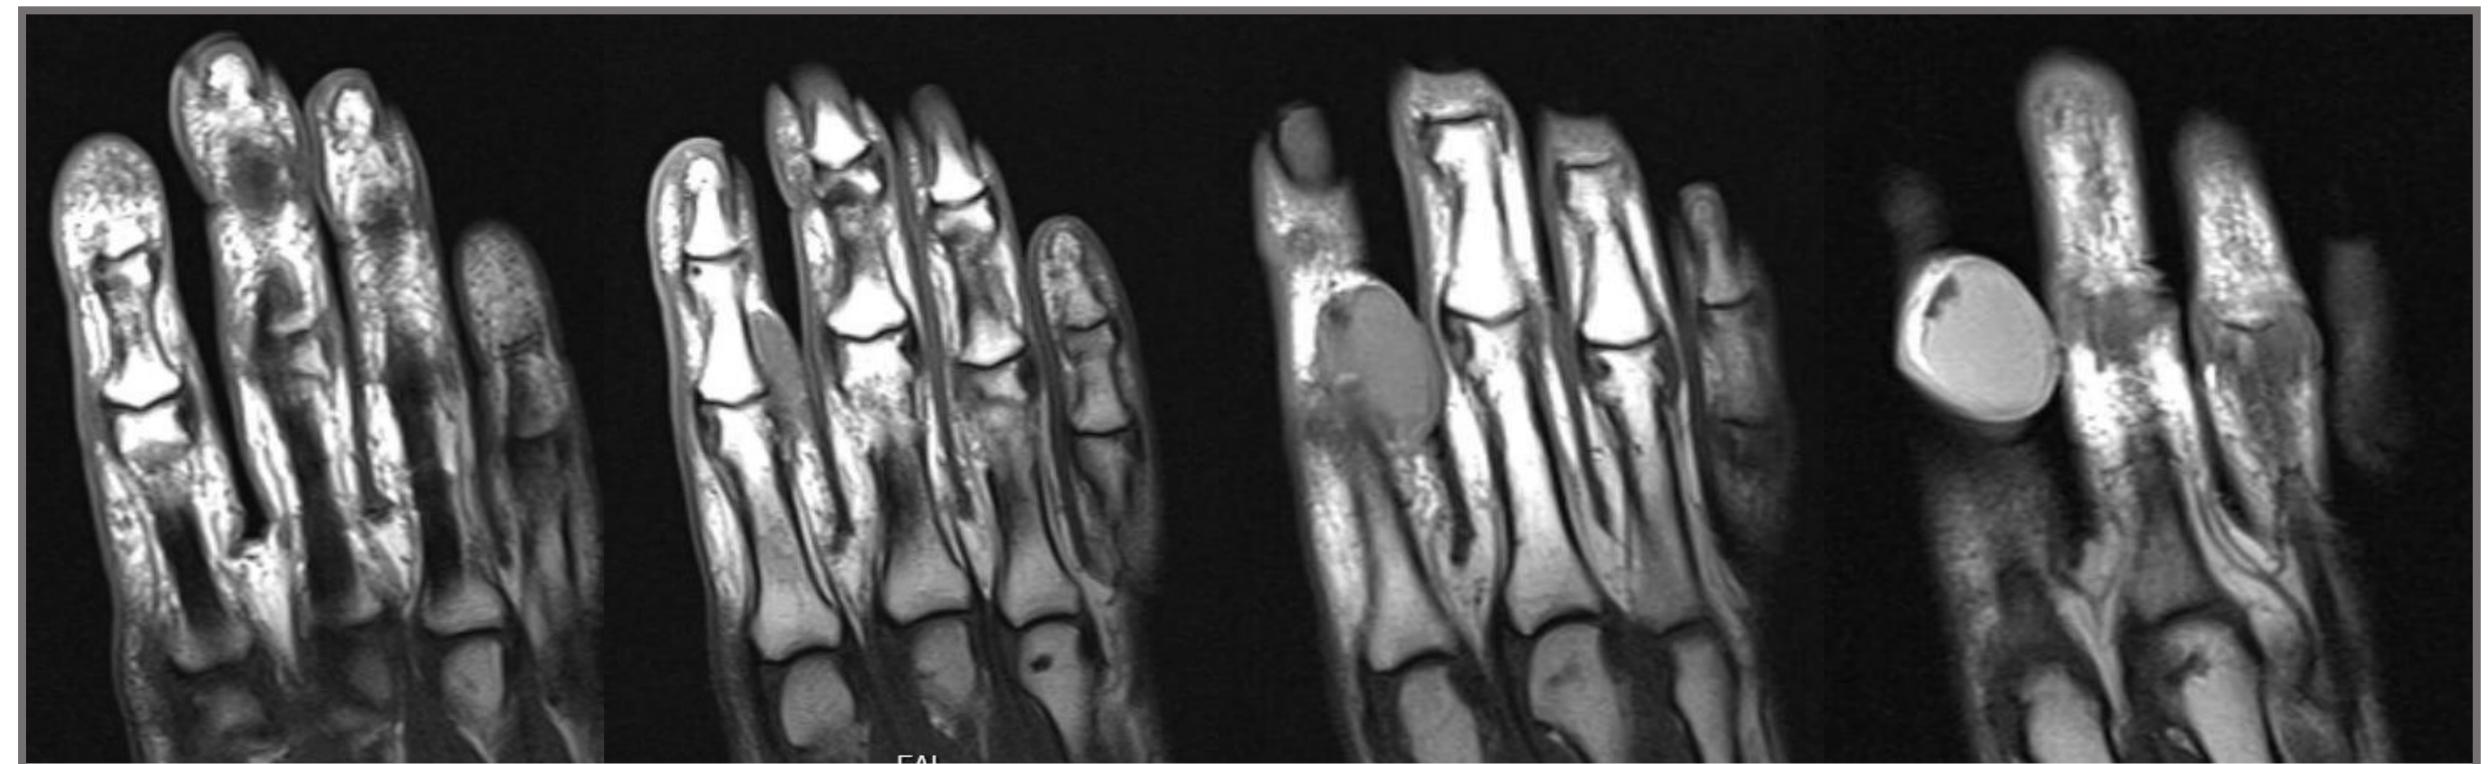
RMN cortes sagitales mano izquierda secuencia de palmar a dorsal. En cuarto dedo: lesión sólida circunscrita en tejidos blandos en dorso de segundo dedo ligeramente cubital a nivel de articulación interfalángica media. Dimensiones 12x30x23 mm. No infiltración ósea. Moderadamente heterogénea con focos dispersos periféricos hipointensos, lo que sugiere contenido de degradación hemática.
